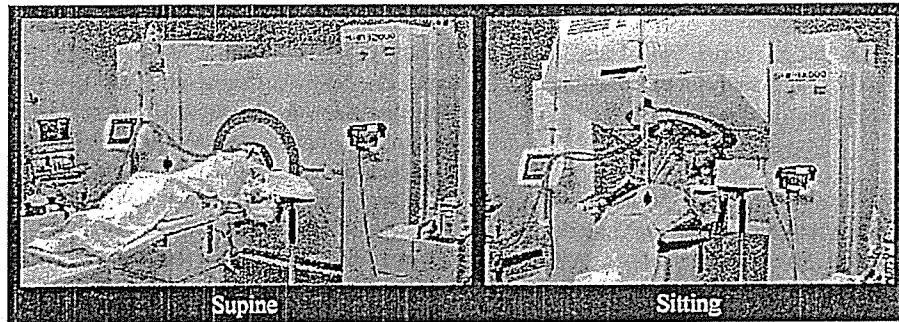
The scene of PET measurements during the supine and sitting conditions.
